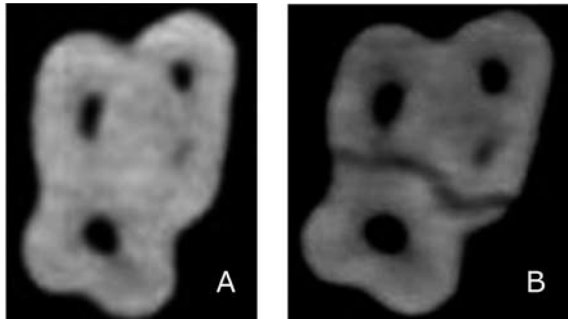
Imagen por CBCT de un mismo diente de la muestra antes (A) y después (B) de la fractura.
